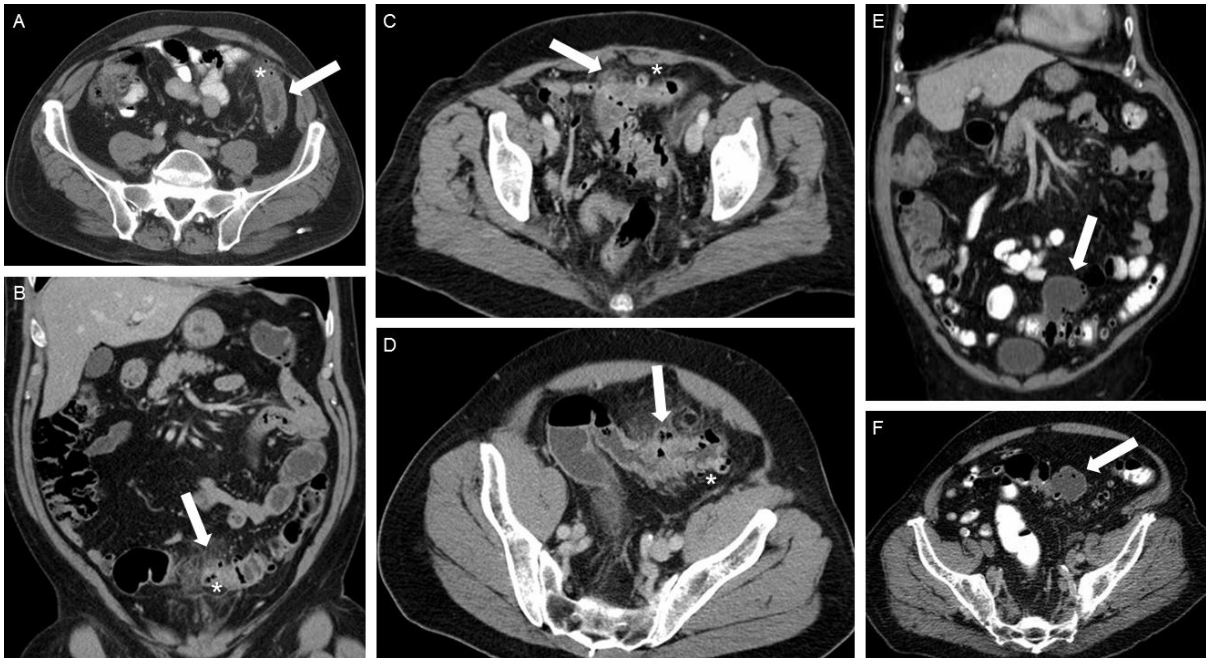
CT-Bilder von Patienten mit verschiedenen Stadien einer akuten Sigmadivertikulitis
